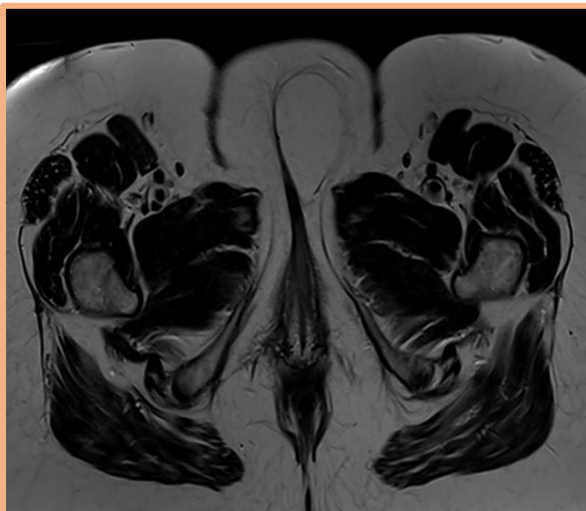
Resonancia magnética con lipoma de características benignas.
